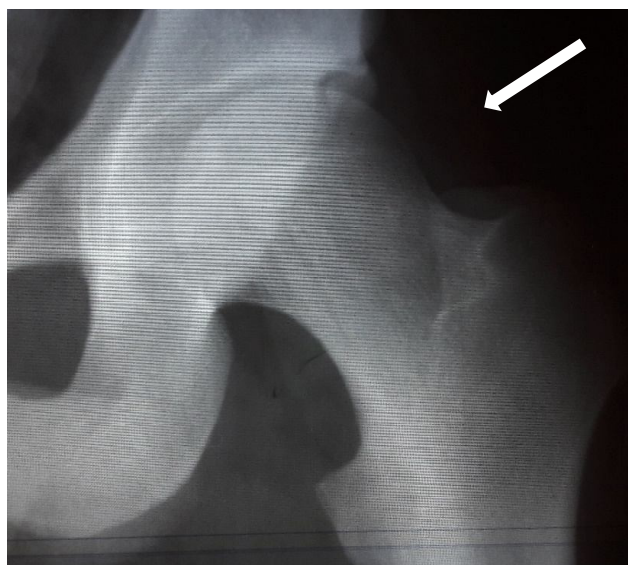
Рентгенограма пацієнта В., 26 років. Ацетабулярна кістка в проекції передньо-верхнього краю вертлюгової западини (показано стрілкою).
